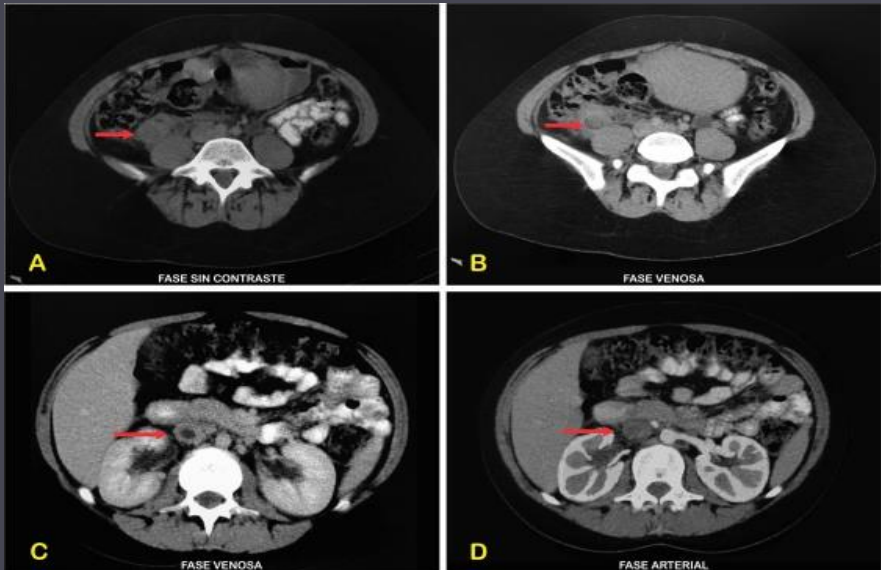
TC sin y con contraste EV. En localización retroperitoneal anterior al musculo psoas derecho, se observa imagen hipodensa, con reticulacion de los planos grasos adyacentes, correspondiente a la vena ovárica derecha (A), con defecto de relleno a nivel de su luz (B), compatible con trombosis. Así como también se observa, contenido hipodensa en la luz de la vena cava inferior, sugestivo igualmente de trombosis. (C y D).
